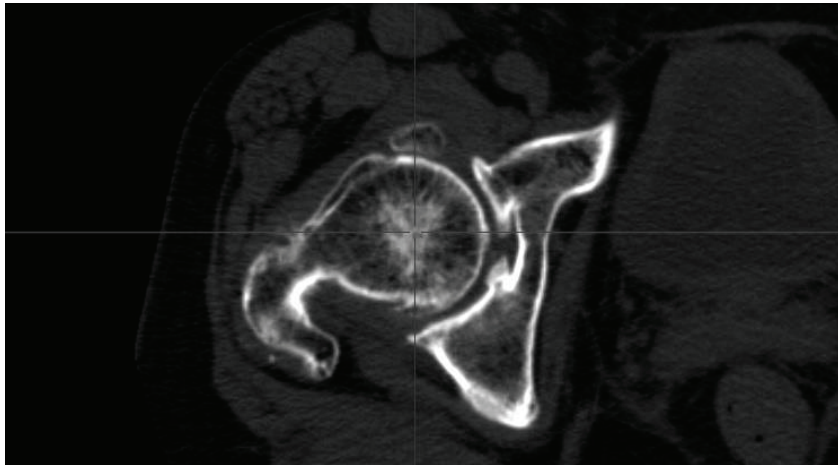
CT image of FAI sample
